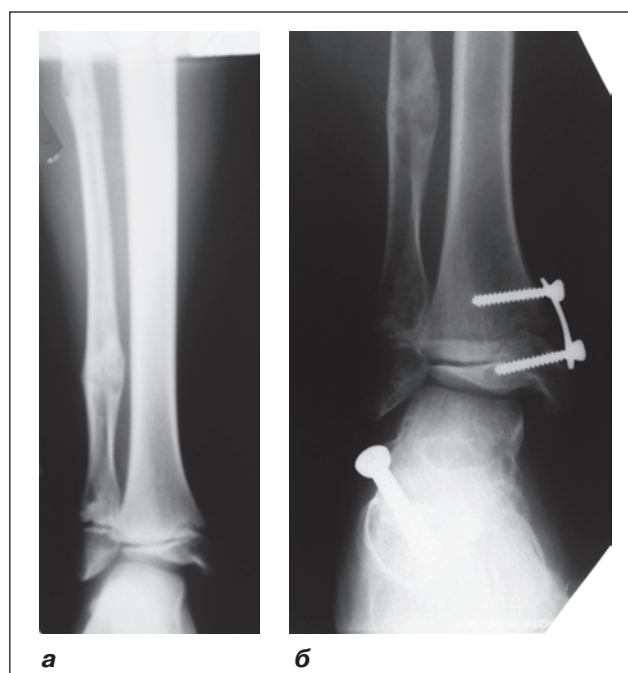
Приклад поєднання блокуючого артроризи п'яткової кістки гвинтом з тимчасовим блокуванням зони росту: рентгенограма пацієнта з метафізарною дисплазією до оперативного втручання (а) та після операції (б)
